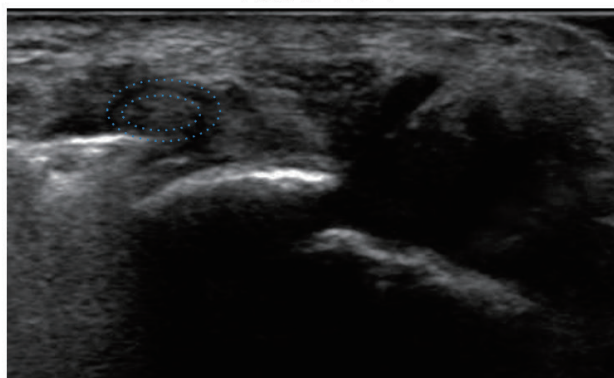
屈筋腱の超音波画像。腱滑膜炎では腱周囲にスペースを認める。
